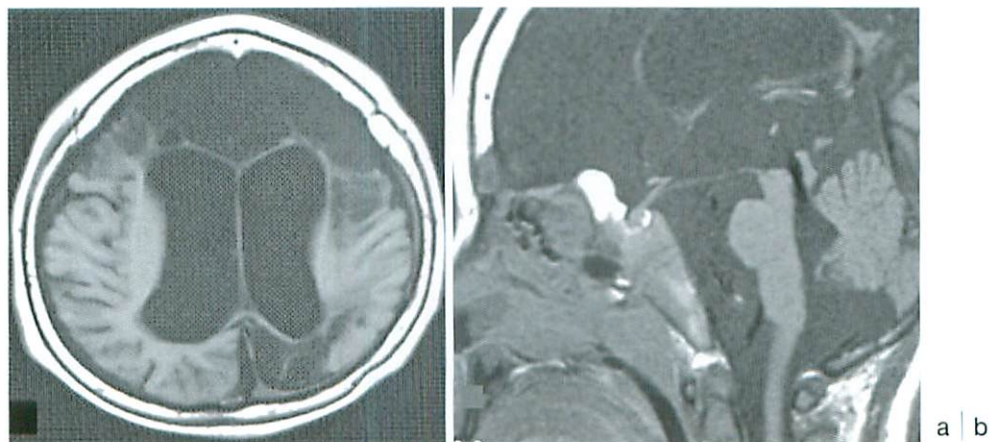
Brain MR image at the onset of precocious puberty at 4 years
